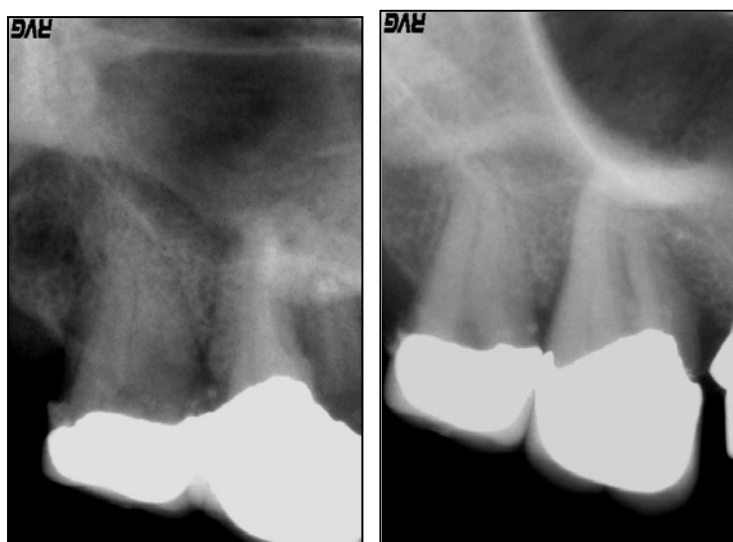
Периапикальная (1) и маргинальная (2) рентгенограмма.
